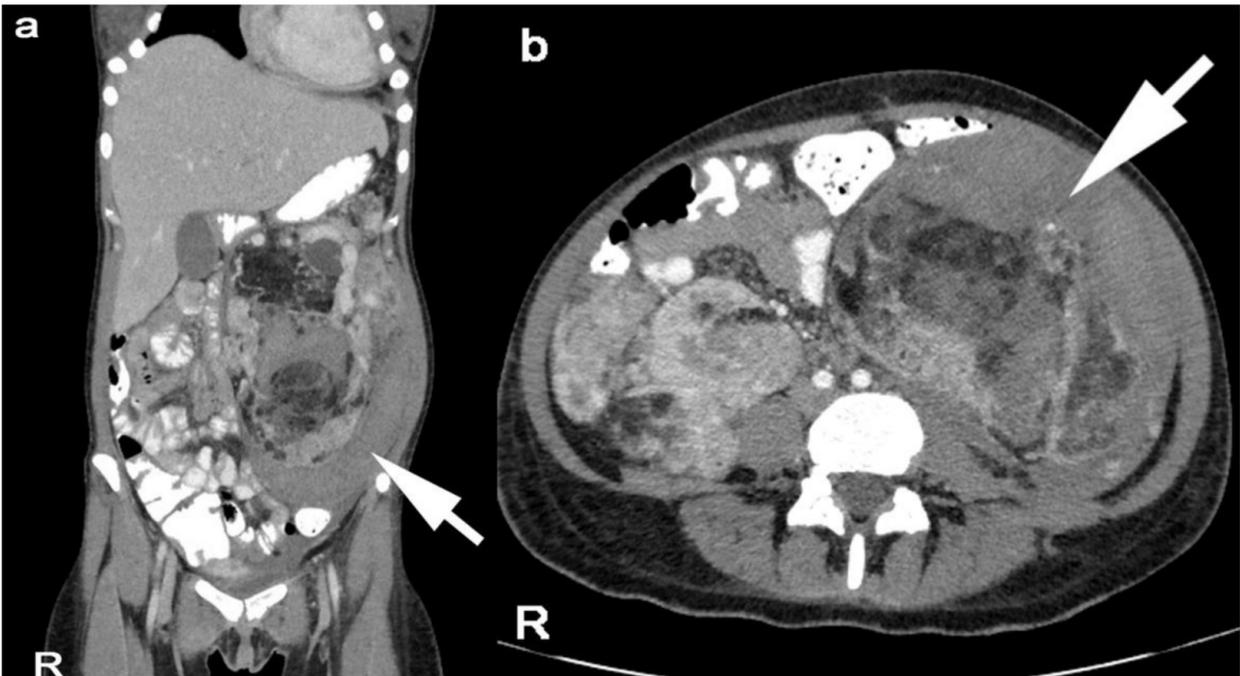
TC abdominal. Corte axial y coronal en fase venosa evidenciando angiomiolipomas renales que distorsionan la arquitectura renal bilateralmente.
